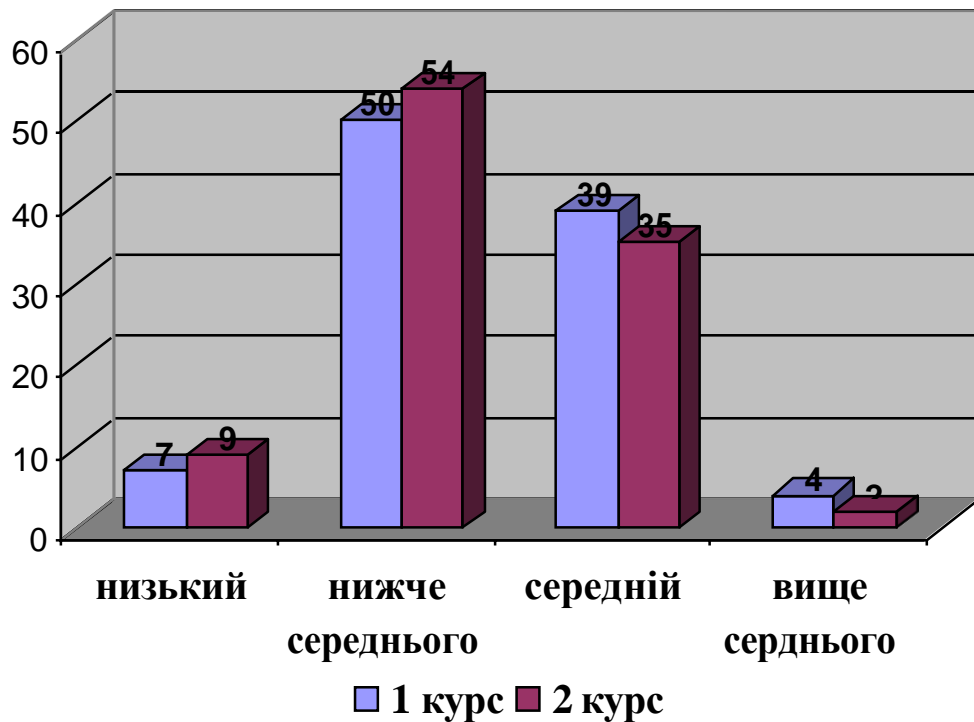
Порівняльна характеристика соматичного здоров'я студенток 1 та 2 курсів музично-педагогічних спеціальностей
